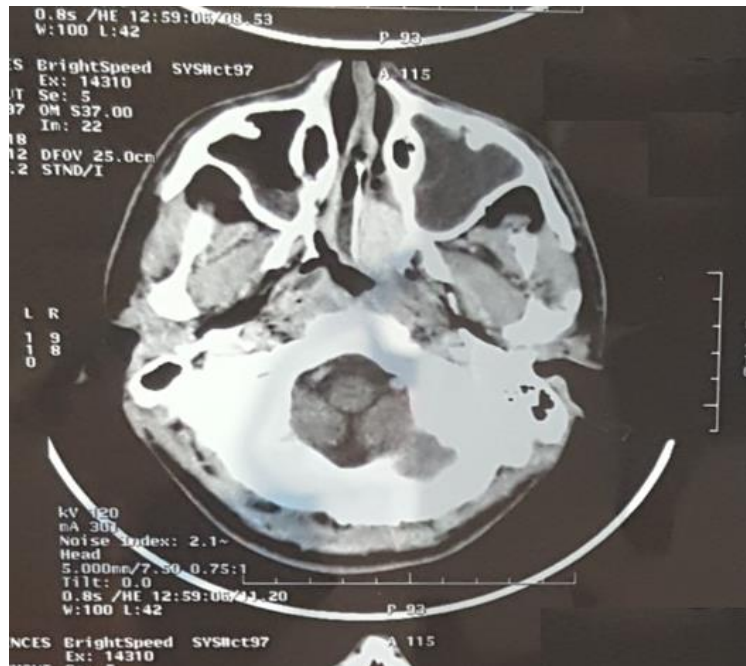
TDM en coupe axiale formation du tiers postérieur de la fosse nasale gauche hyper vasculaire.
